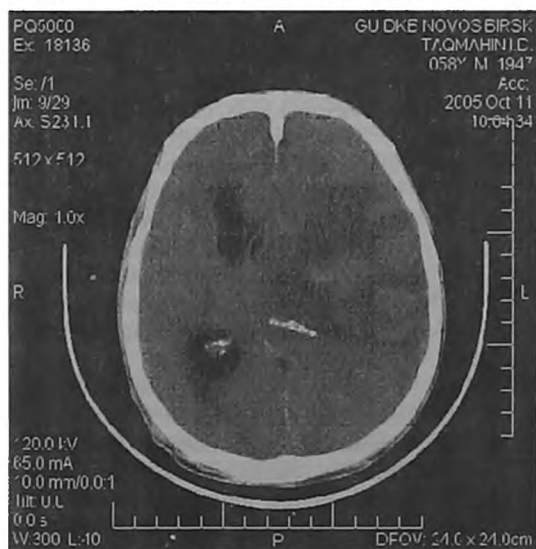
КТ пациента Т. через неделю
